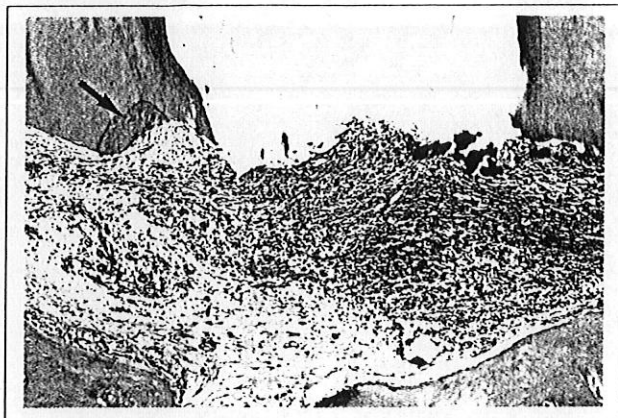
Zona apical y periapical de un espécimen del grupo B, en la que se observa una reacción inflamatoria intensa. A pesar de ello, se notan áreas aisladas de aposición de cemento sobre la superficie dentinaria expuesta por la resección apical (flecha) (x10).
